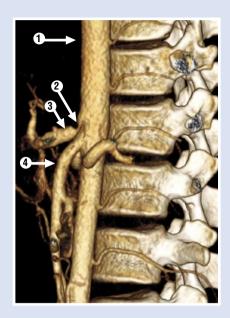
МСКТ брюшной аорты с контрастным усилением до операции открытой декомпрессии чревного ствола. 1 — брюшная аорта; 2 — стеноз чревного ствола; 3 — постстенотическое расширение; 4 — верхняя брыжеечная артерия.
